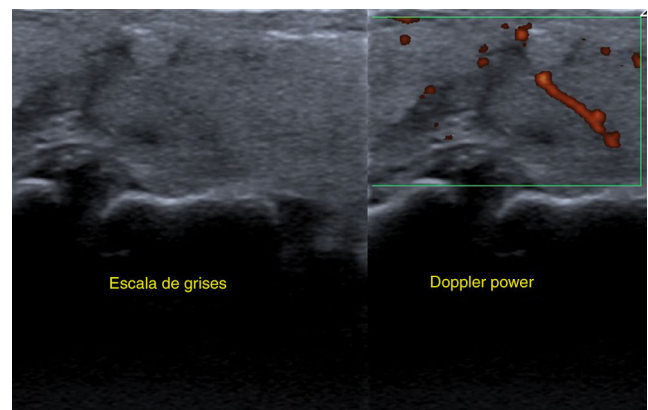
En el *power* Doppler se evidencia una escasa vascularización periférica.
